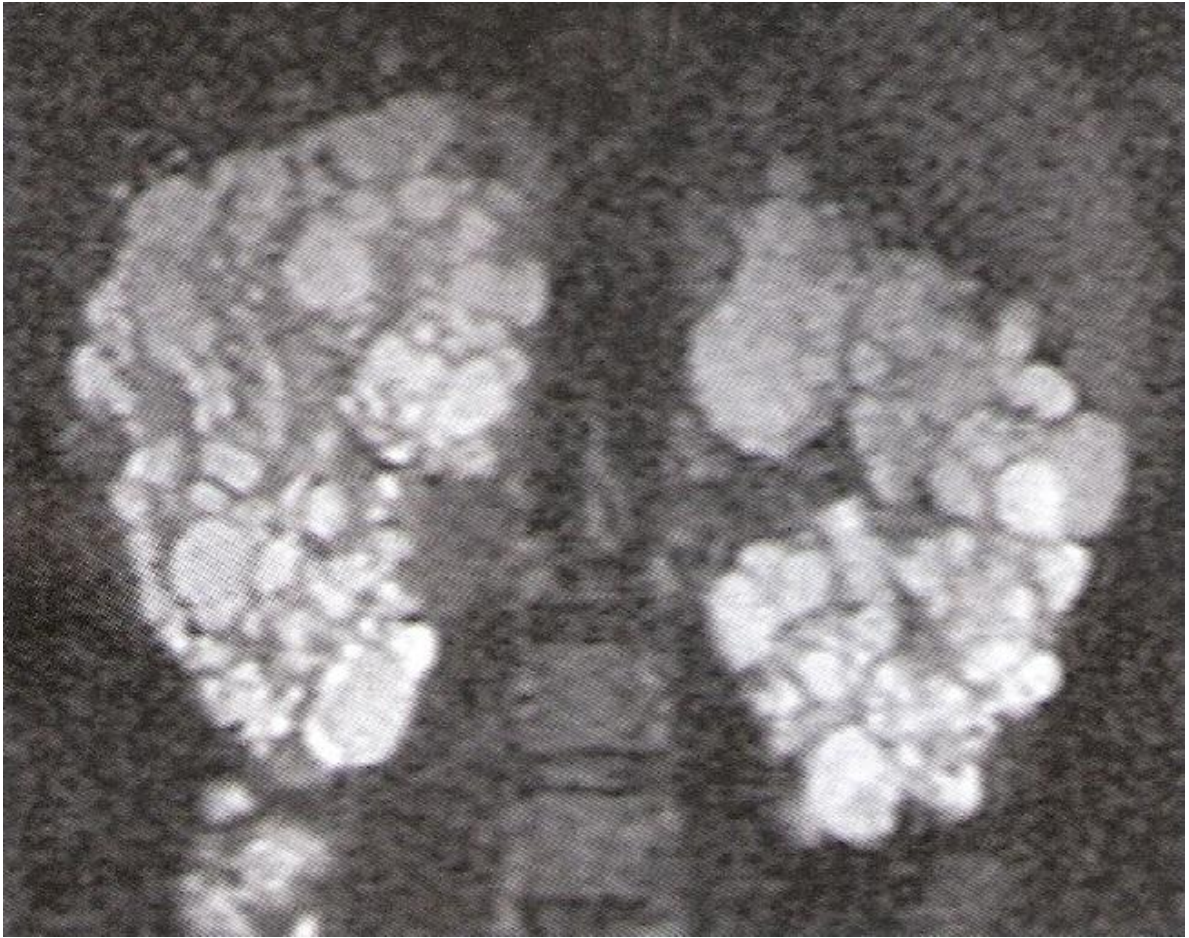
Ressonância magnética de rins policísticos em corte coronal, na sequência T2, mostra os cistos bilaterais em hipersinal.
